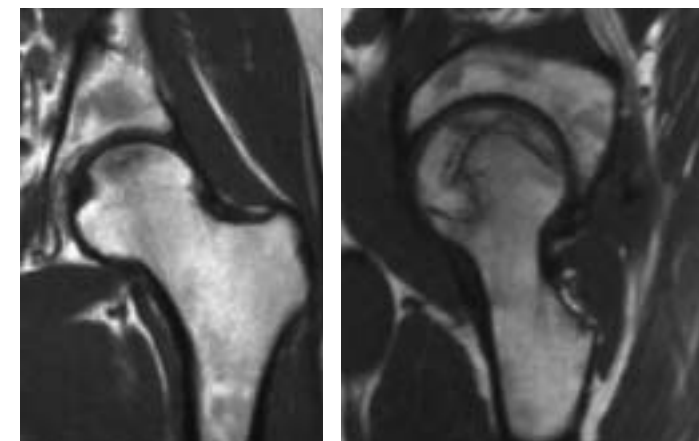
24 歳・女性。SLE, 大腿骨頭壊死。左股関節 MRI (T1WI 冠状断, 斜矢状断像)
